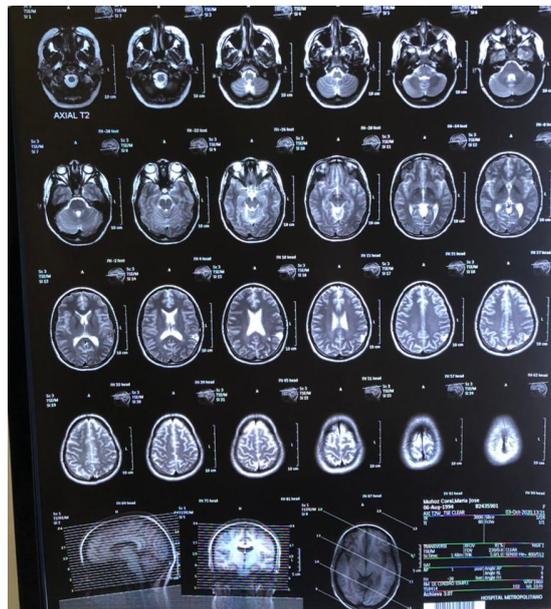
Resonancia Magnética Cabeza
